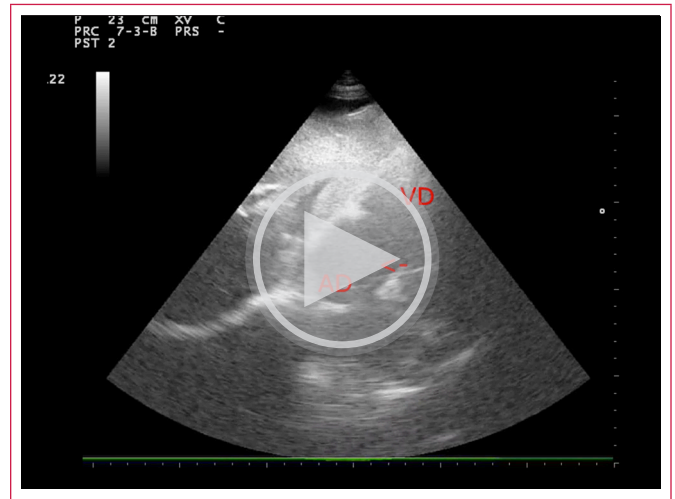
Ecografía cardíaca transtorácica, ventana subcostal de vena cava inferior modificada. Se aprecia el cable del marcapasos (flecha roja) que pasa desde la aurícula derecha (AD) hacia el ventrículo derecho (VD) a través de la válvula tricúspide (VT).
